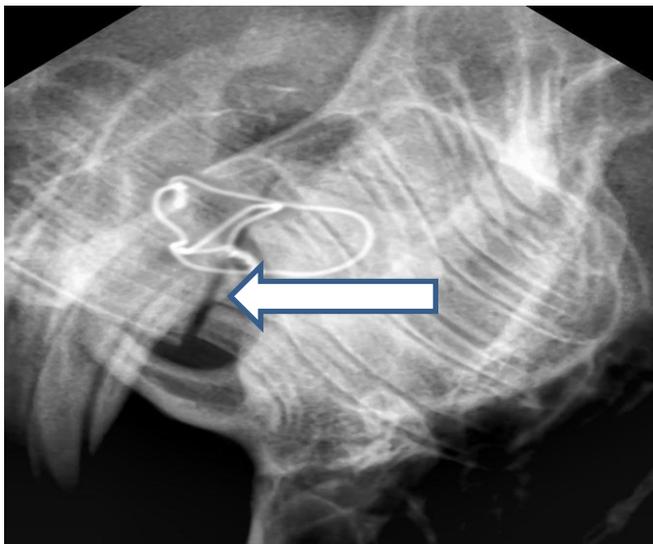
Боковая рентгенограмма нижней челюсти животного из группы сравнения после остеосинтеза на костным проволочным швом (стрелкой указана линия перелома).
